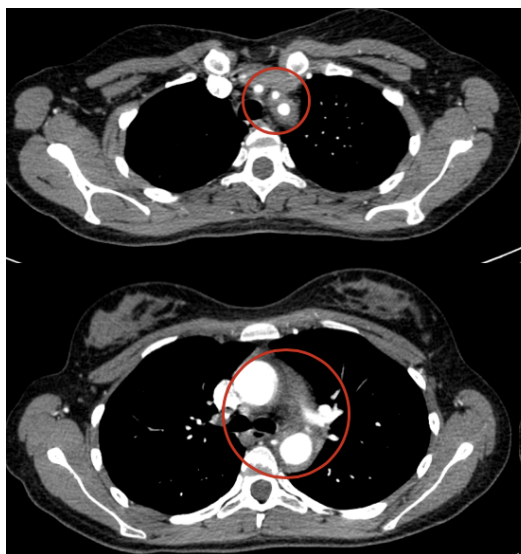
Engrosamiento inespecífico de partes blandas adyacente a los troncos supraórticos y el cayado de la aorta en angio-TC sugestivo de Arteritis de Takayasu.
